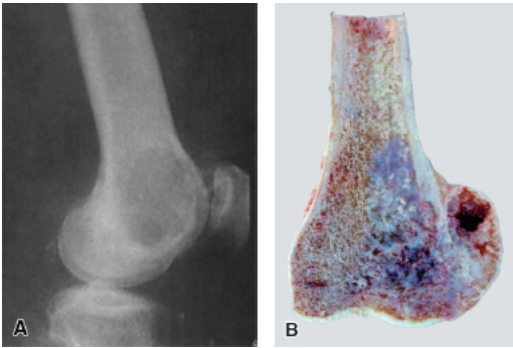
Condrossarcoma. A. Radiografia de joelho evidenciando lesão lítica, não delimitada, no terço inferior do fêmur. B. Aspecto macroscópico da neoplasia.
